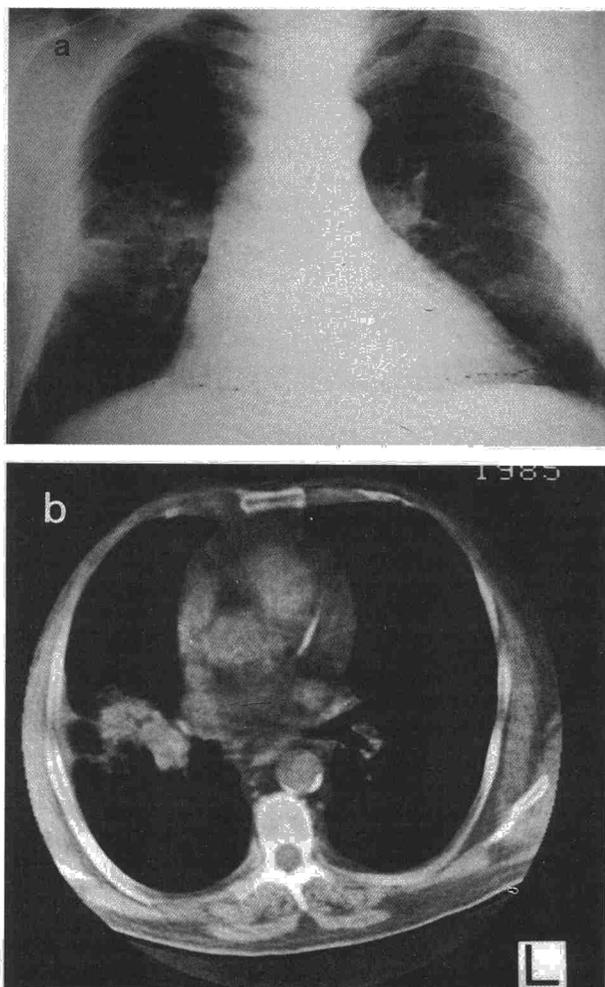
Rx simple de tórax posteroanterior (a) y tomografía computarizada (b) del caso 3. Infiltrado irregular en lóbulo superior derecho.
